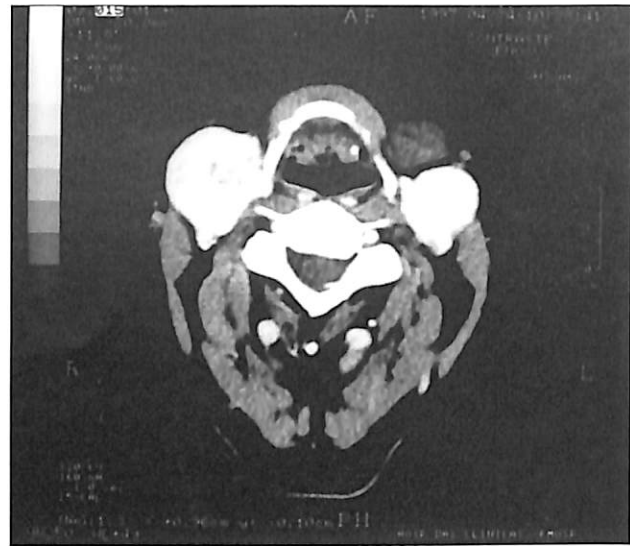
TC com contraste mostrando natureza hipervasculares das lesões.
